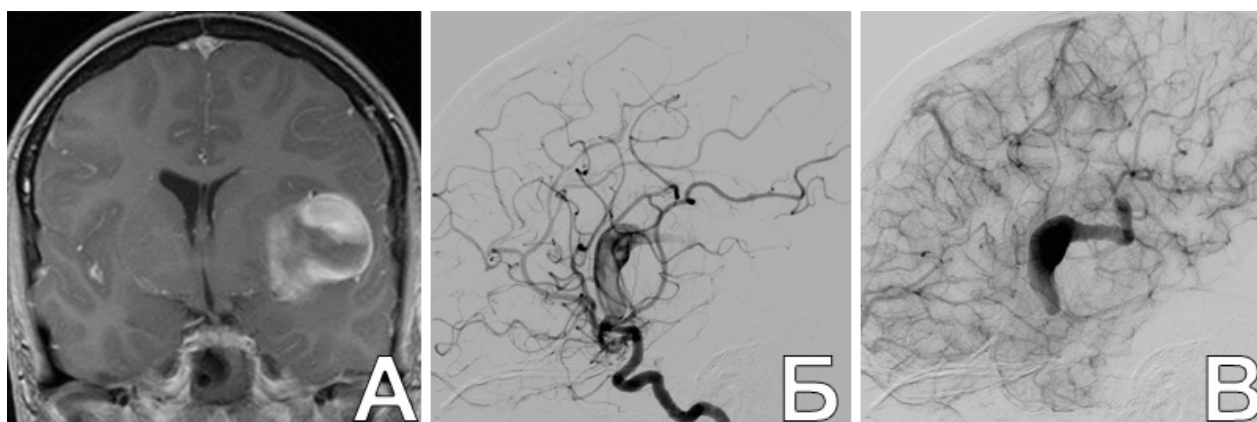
Медленное прохождение контраста через гигантскую ЧТА СМА слева при ЦАГ. А. МРТ с к/у: определяется гигантская ЧТА СМА слева; Б. ЦАГ в раннюю артериальную фазу: определяется слабое контрастирование полости аневризмы; В. ЦАГ в позднюю артериальную фазу: видна хорошо развитая корковая артериальная сеть. Отмечается задержка контрастного вещества в полости аневризмы
